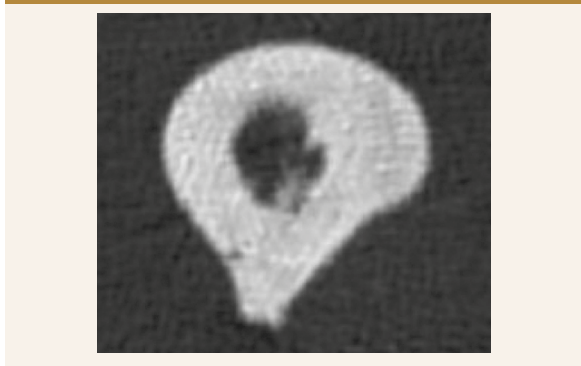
RTG-snímek levé stehenní kosti (19. 7. 2019 po 6 měsících léčby): asymetrické zesílení distální diafýzy levého femoru; zhojená fraktura
